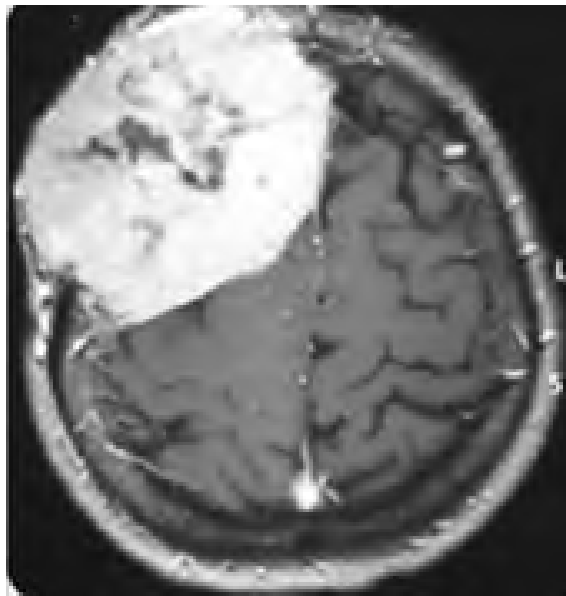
coupe axiale d'une IRM cérébrale montrant une lésion extra durale de la voûte crânienne rehaussée après injection de Gadolinium (37).
